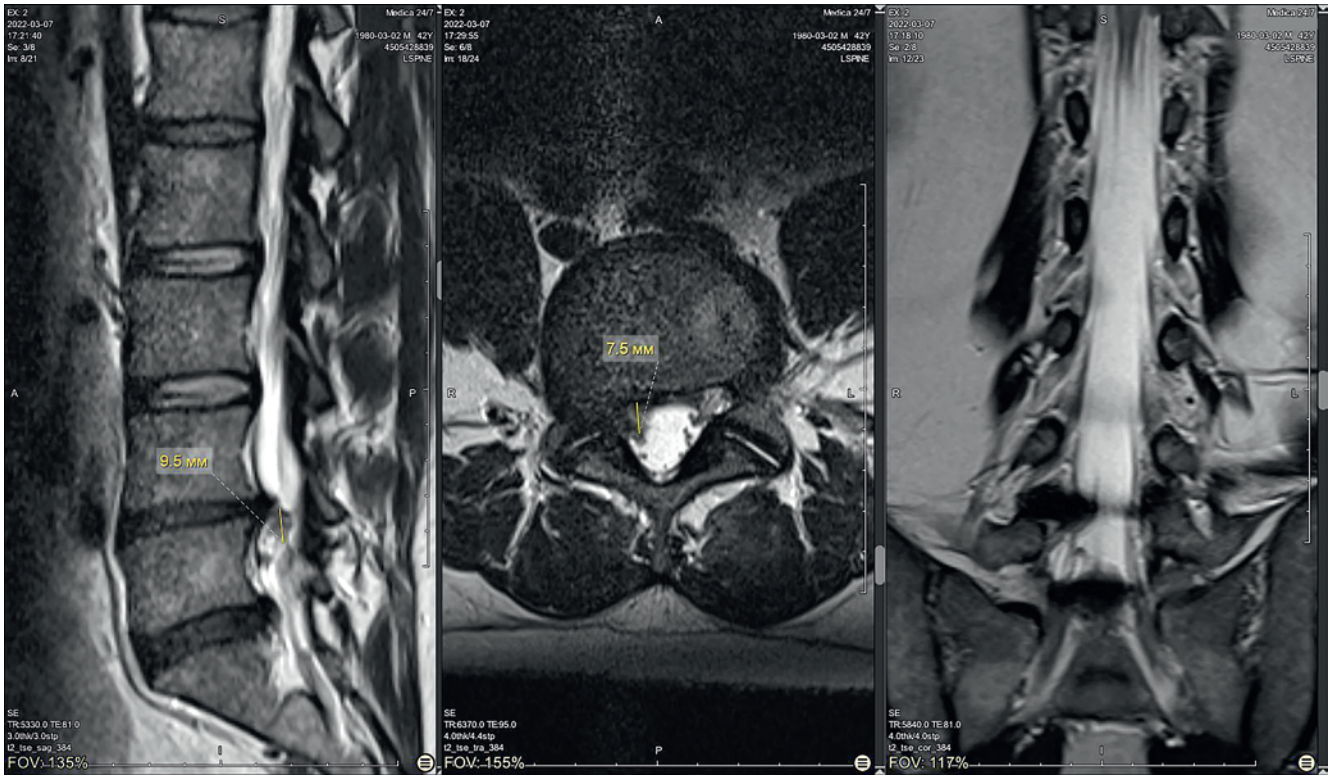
Магнитно-резонансная томограмма пациента К. на фоне лечения 07.03.2022: А) саггитальный срез, В) аксиальный срез на уровне межпозвоночного диска L₄-L₅, С) фронтальный срез
